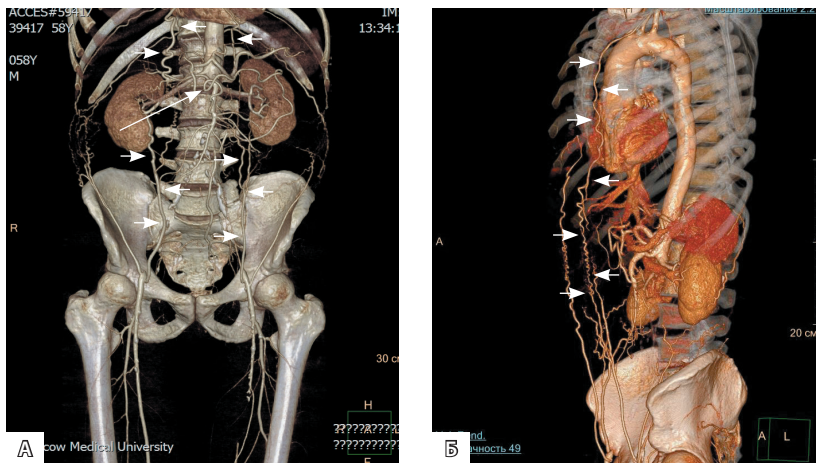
Компьютерная томографическая ангиография. А – высокая окклюзия инфраренального отдела аорты (отмечена длинной стрелкой). Развитые коллатеральные пути между внутренними грудными артериями и верхними, нижними надчревными артериями (отмечены короткими стрелками). Б – состояние после коронарного шунтирования. Правая внутренняя грудная артерия использована в качестве шунта. Левая внутренняя грудная артерия сохранена, функционирующий коллатеральный путь между левой подключичной артерией и левой наружной подвздошной артерией (отмечен стрелками)
